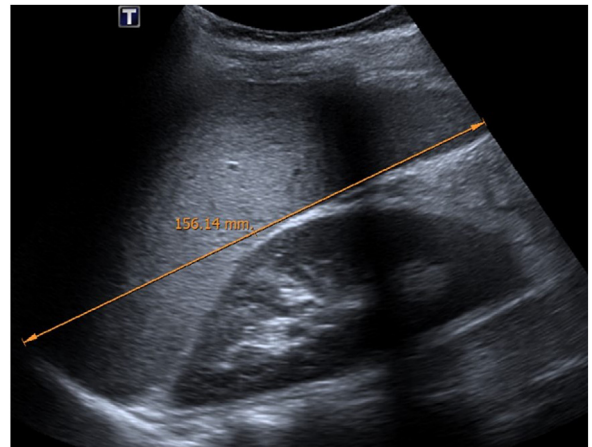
Esplenomegalia. Imagen de ecografía en la que se observa esplenomegalia de 156 mm.
